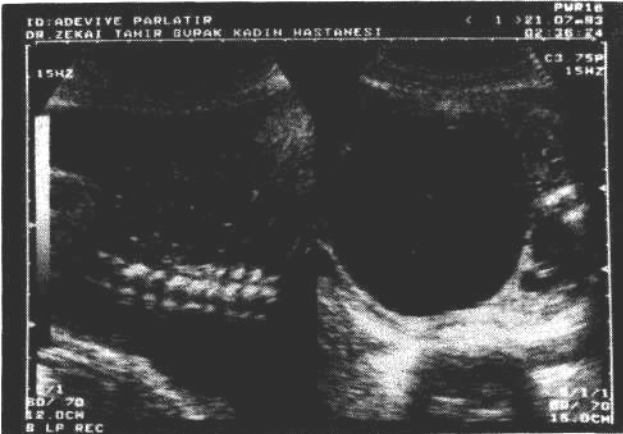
Transabdominal oblik sonogram: Uretra düzeyindeki obstrüksiyon ya da megasistitis sonrası bilateral pelvikaliyektazi. Kalikslerde küntleşme ve yuvarlak şekil dikkat çekmektedir: Mesane (B) Böbrek (K). Progresif seyirin izlenmesi.
